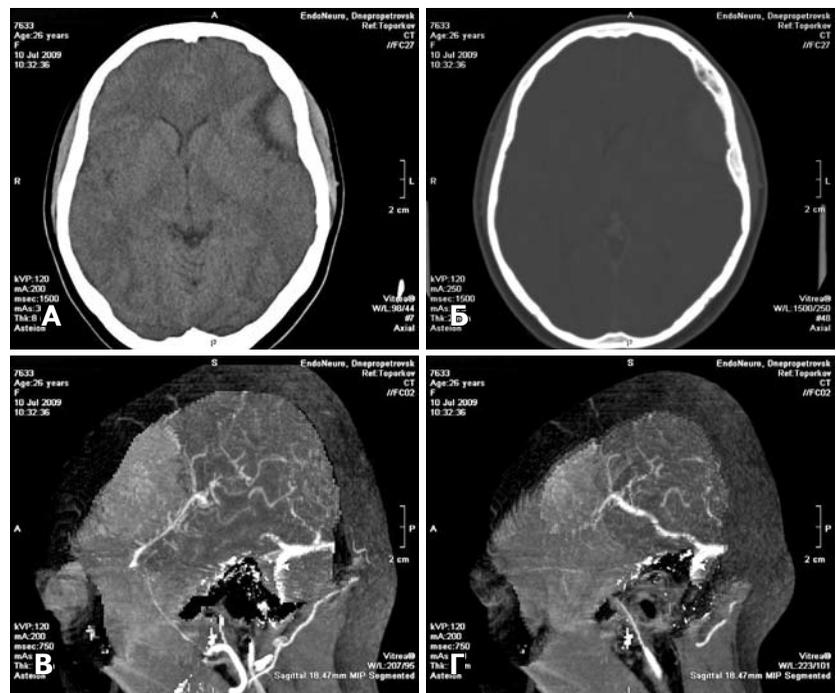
Менингиома области сильвиевой щели. А — нативная СКТ; Б — СКТ в костном режиме. Определяется выраженный гиперостоз по периферии опухоли; В — СКТА. Визуализируются СМА и мелкие ветви к опухоли; Г — СКТА. Визуализируется вена Лаббе.
